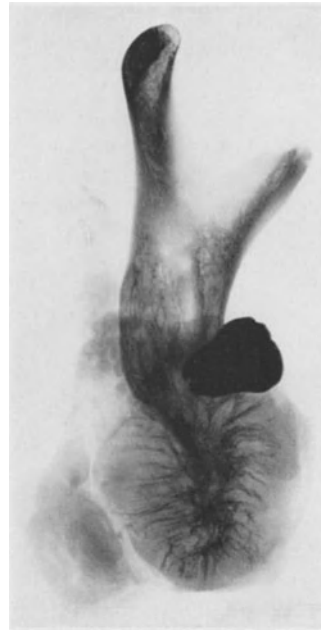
Rezidiv eines sarkomatösen Unterkieferadamantinoms 1 Jahr nach partieller Unterkieferresektion. Röntgenbild des Operationspräparates. Beachte den von der Art der Sarkomspitze abweichenden Typ der Knochenneubildung am Stumpf.
